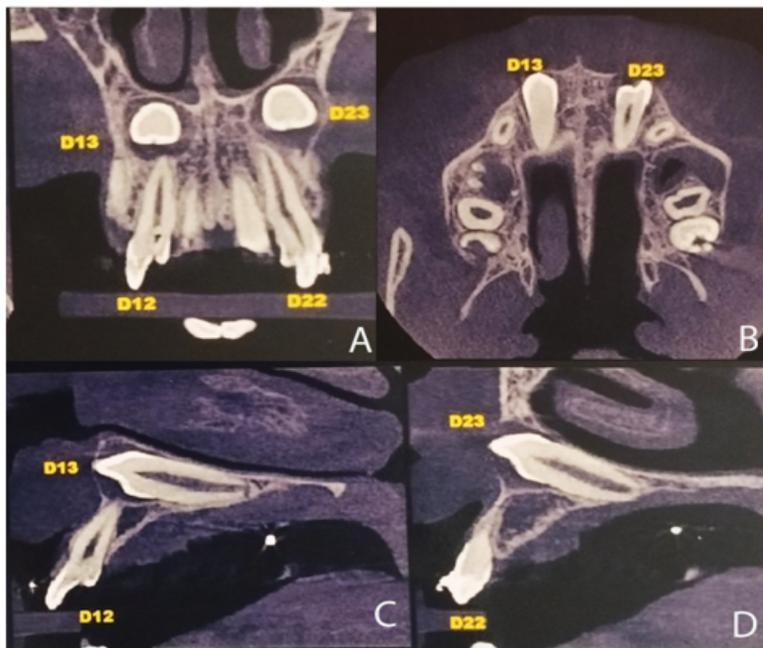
Tomografia computadorizada de feixe cônico com cortes multiplanares: axial, sagital e coronal. A - Corte coronal mostra posição das coroas dos elementos que rompem a cortical vestibular da maxila. B - Corte axial demonstra giroversão do elemento 23 em sua posição transveolar e espessamento do fóliculo pericoronário. C - Corte sagital demonstra aumento do fóliculo pericoronário que provoca adelgaçamento do assoalho da fossa nasal direita. A raiz do elemento está localizada por palatino e a região apical alcança o assoalho da fossa nasal direita. D - Corte sagital revela aspectos do dente 23 como a localização da raiz por palatino e com alcance da cortical palatina na região dos primeiros pré e molar. O terço apical apresenta leve curvatura para medial. Ambos estão com preservação do espaço periodontal.
